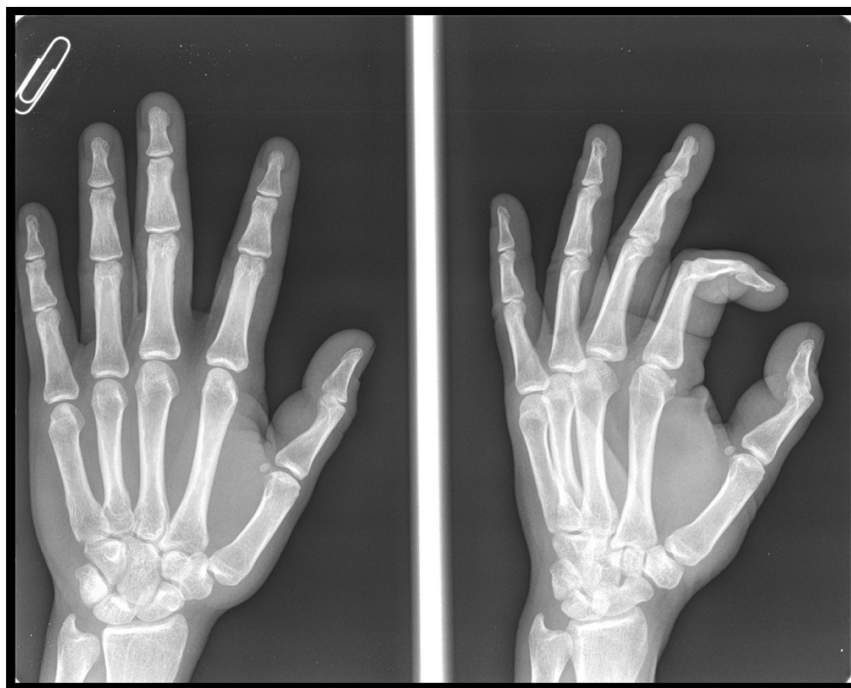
Radiografía simple anteroposterior y oblicua de la mano derecha
